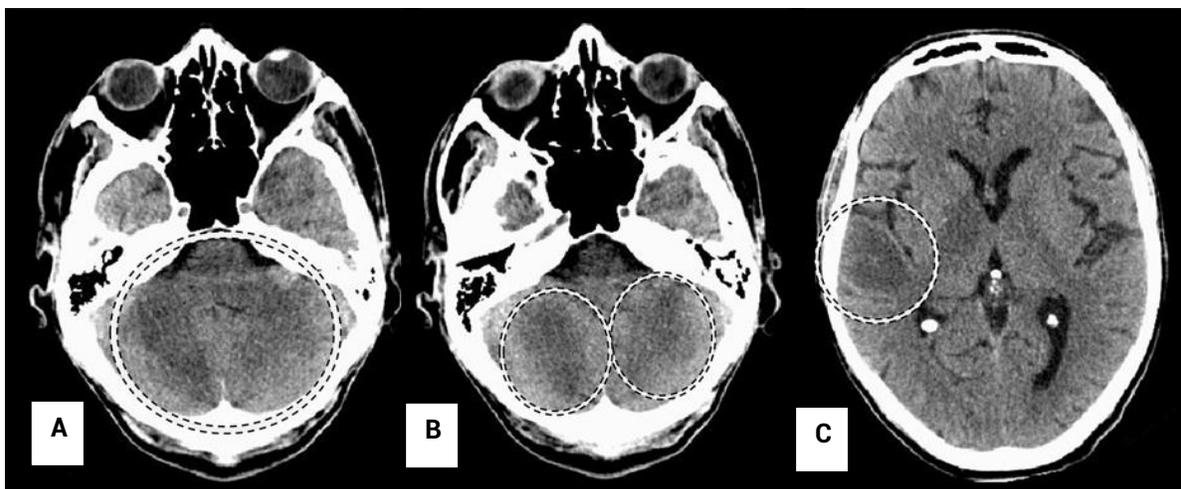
TAC de cráneo inicial, donde se observan hipodensidades localizadas en el puente (A), mesencéfalo (B) y las regiones parietotemporal derecha, brazo posterior de la cápsula interna y tálamo derecho (C).
